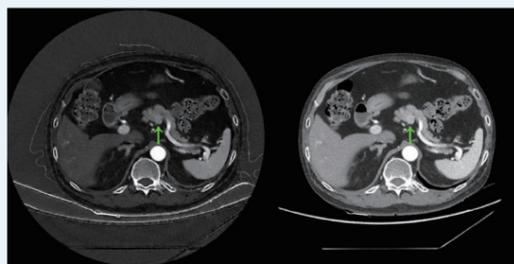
CT 示胰腺体部后缘结节影，增强后明显强化 (箭头所示)
